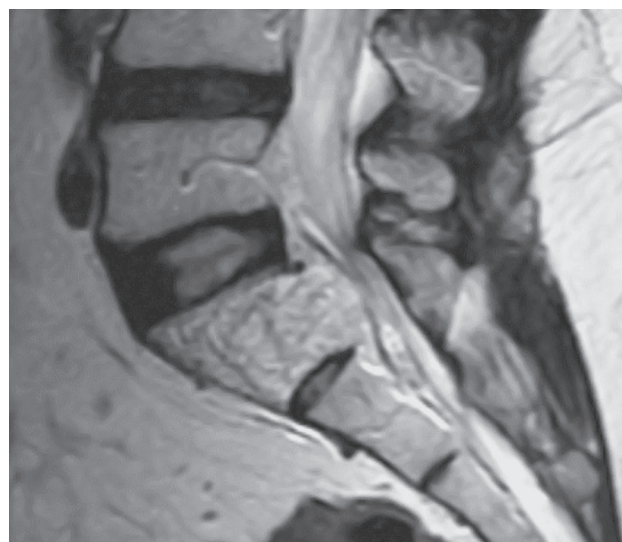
МРТ-скан агрессивной гемангиомы позвонка S1 с внекостным компонентом
